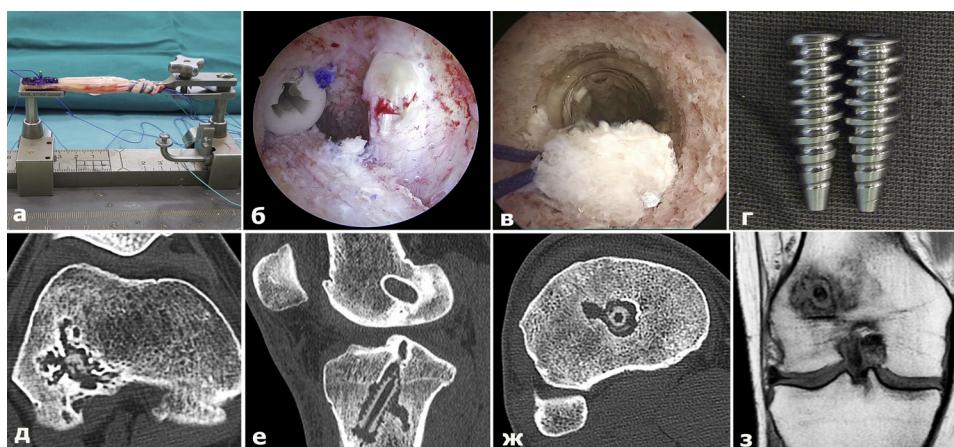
Подготовленный к имплантации трансплантат с костным блоком (а); проксимальный (б) и дистальный (в) концы трансплантата фиксированы внутритуннельно биодеградируемыми винтами (артроскопическая картина), титановые винты с атравматичной резьбой (г), КТ томограммы лизиса костной ткани в области бедренного (д) и большеберцового туннелей (е, ж), МРТ картина лизиса костной ткани вокруг винта в области бедренного туннеля (з)
